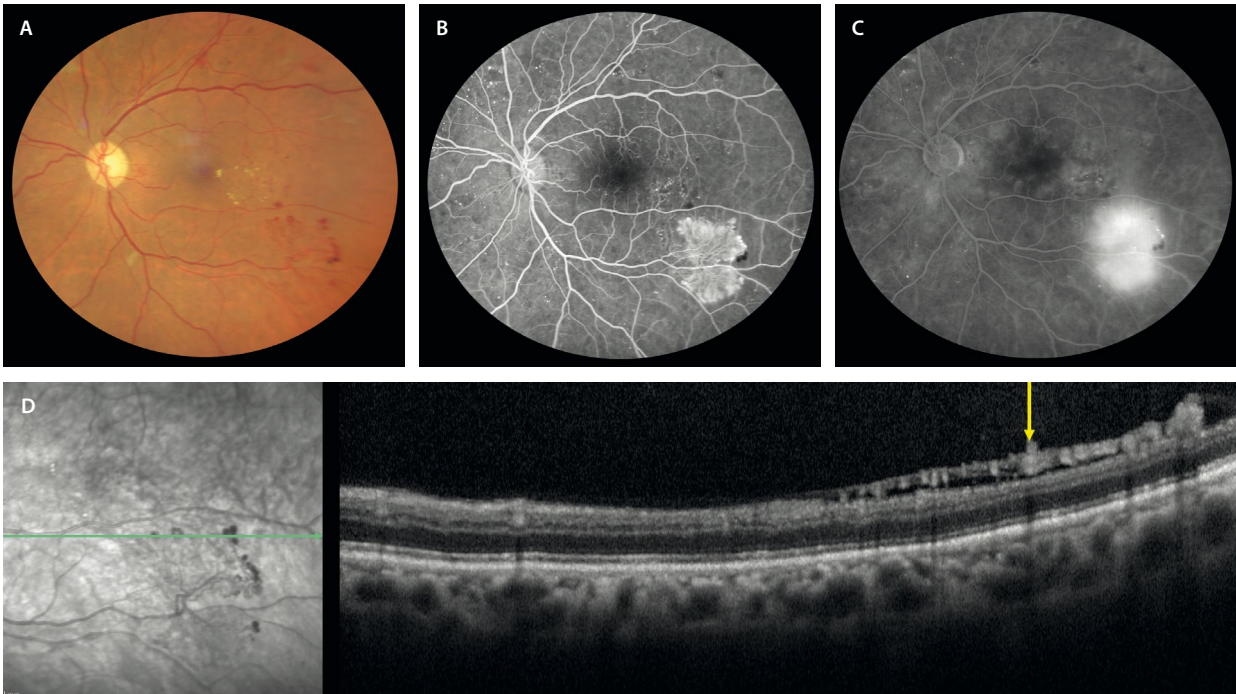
Retinopatía diabética proliferativa posterior. Son los neovasos los que definen este estadio. A) En la retinografía se aprecian como un racimo vascular sobre la arcada temporal inferior. B) En los tiempos precoces de la angiografía con fluoresceína se ven hiperfluorescentes, fugando de forma característica en tiempos tardíos (C). D) En la tomografía de coherencia óptica se observan múltiples lesiones hiperreflectivas prerretinianas por debajo de la hialoides posterior (flecha amarilla).
